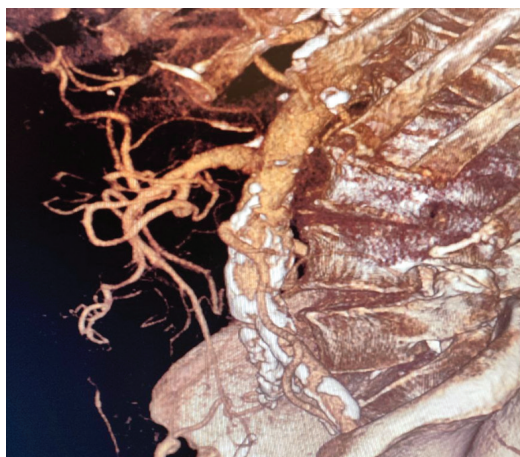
Контрольна МСКТ-ангіографія через 4 роки після реконструкції ВБА
